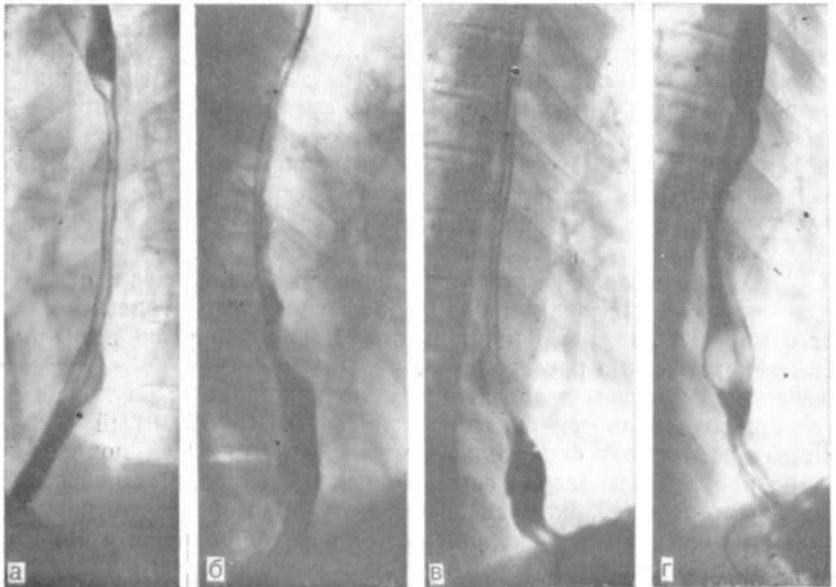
Прицельные рентгенограммы пищевода.
